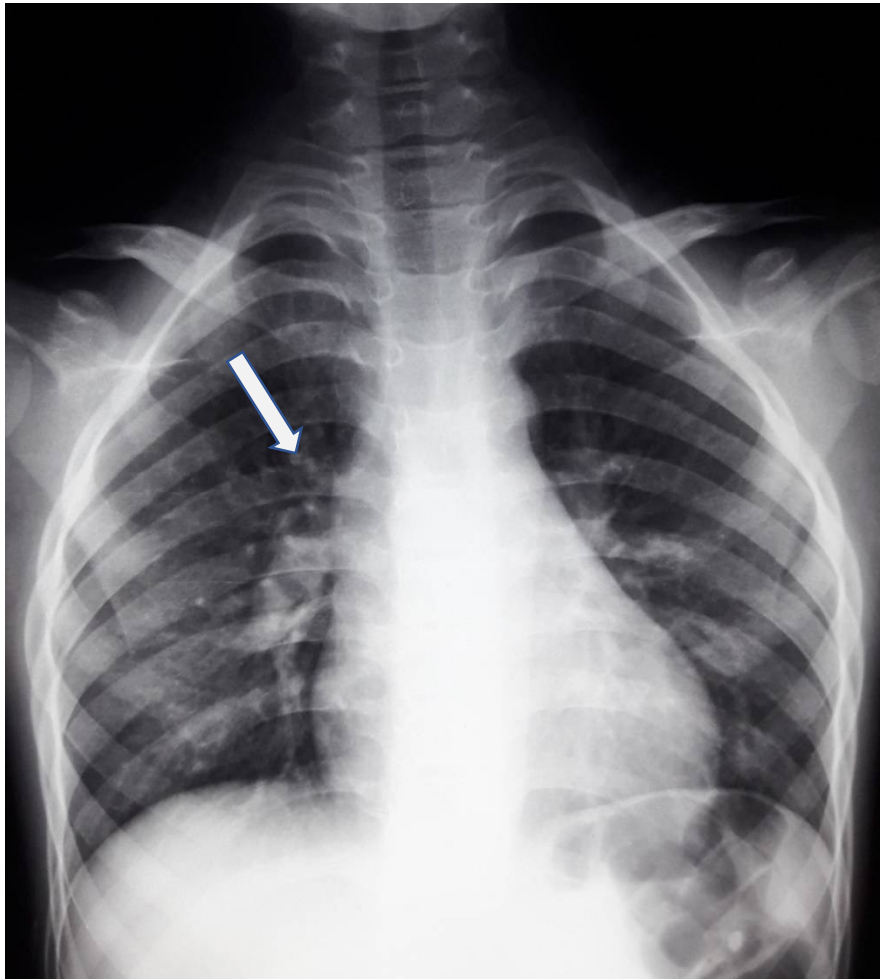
Radiographie thoracique de Face objectivant une image de cavernes siégeant au niveau para hilare droit en rapport avec une origine tuberculeuse.
